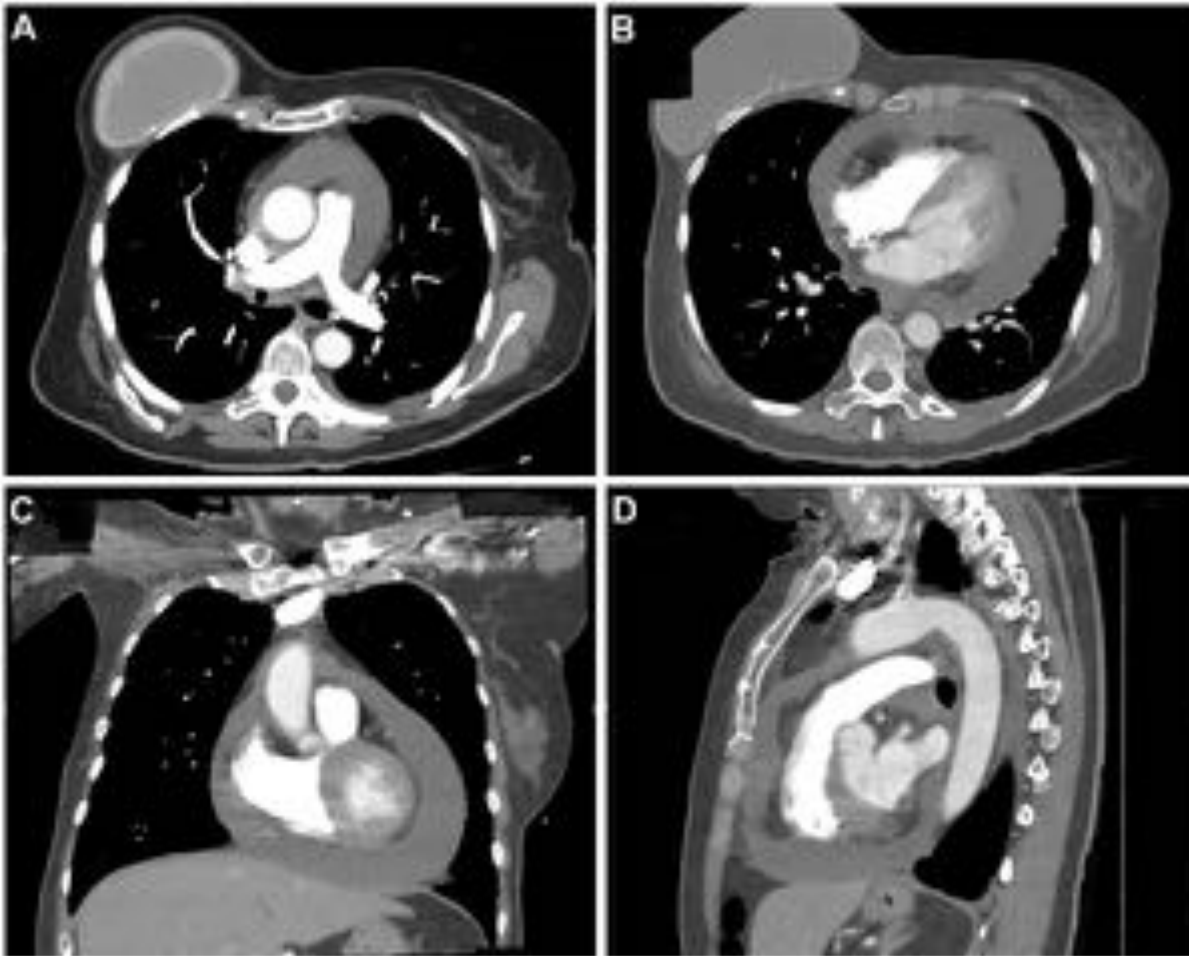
Patología pericárdica. Imágenes axiales (A y B) y reconstrucción coronal y sagital (C y D) de TC de tórax con ventana de mediastino. Importante derrame pericárdico que se extiende desde receso pericárdico superior hacia porciones inferiores y declives donde alcanza su máximo espesor.
